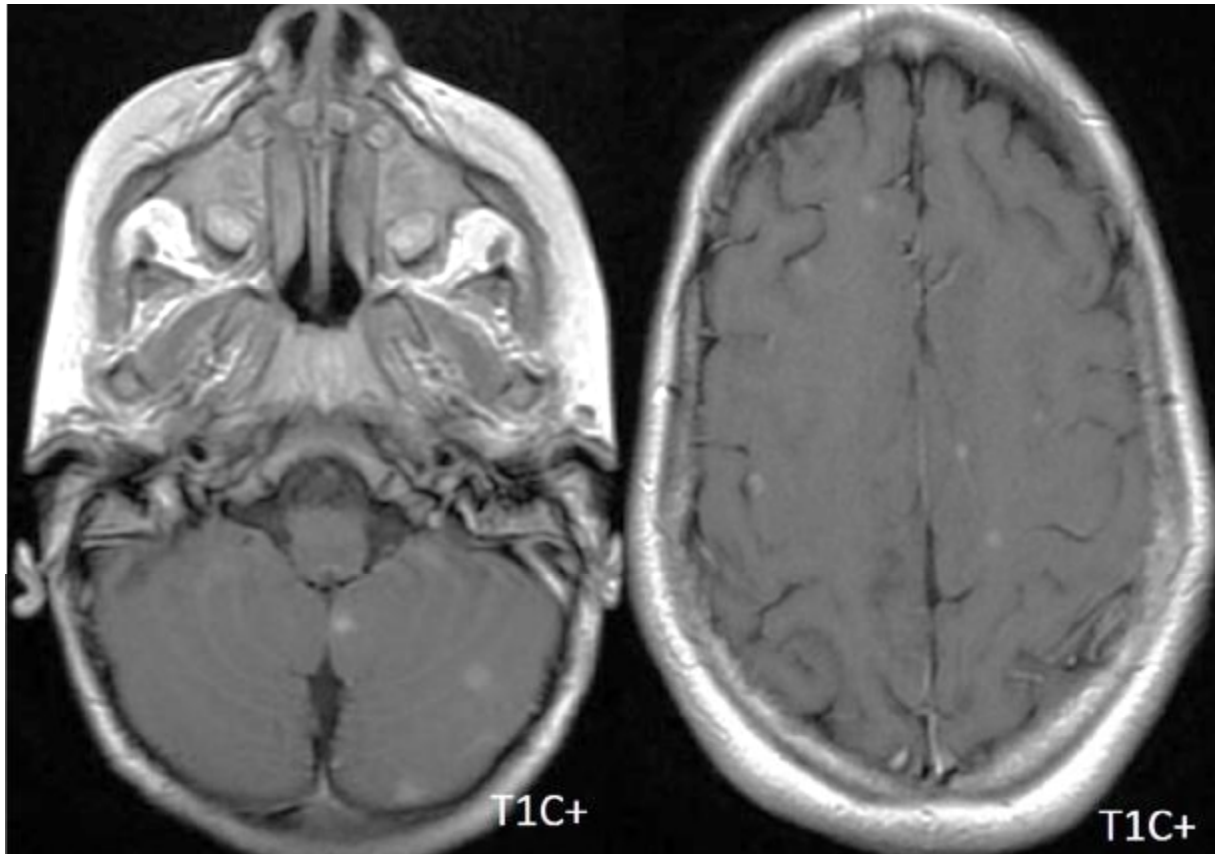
Patient âgé de 33 ans admis pour céphalées anorexie et troubles de conscience. Images IRM en coupes axiales T1 après injection de gadolinium objectivant la présence de multiples lésions micronodulaires intéressant l'étage sus et sous tentoriel présentant un rehaussement nodulaire : tuberculomes multiples dans le cadre d'une miliaire tuberculeuse.
